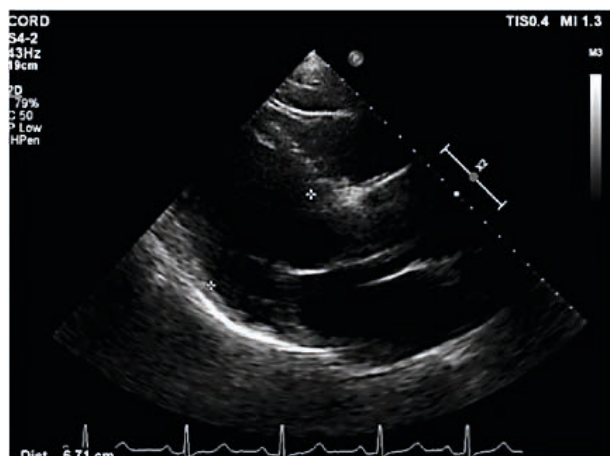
Ecocardiografie transtoracică:
